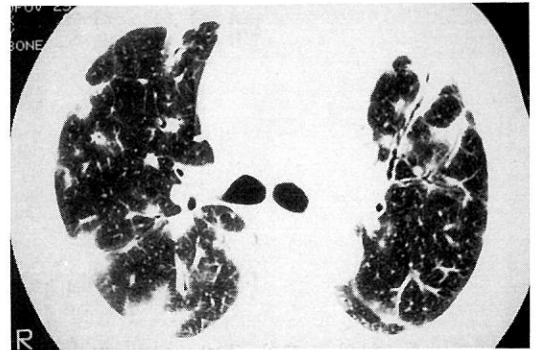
Chest CT scan of the patient with BOOP shows the peripherally located patchy infiltrates. Some of the patchy infiltrates is shaped like triangles.
